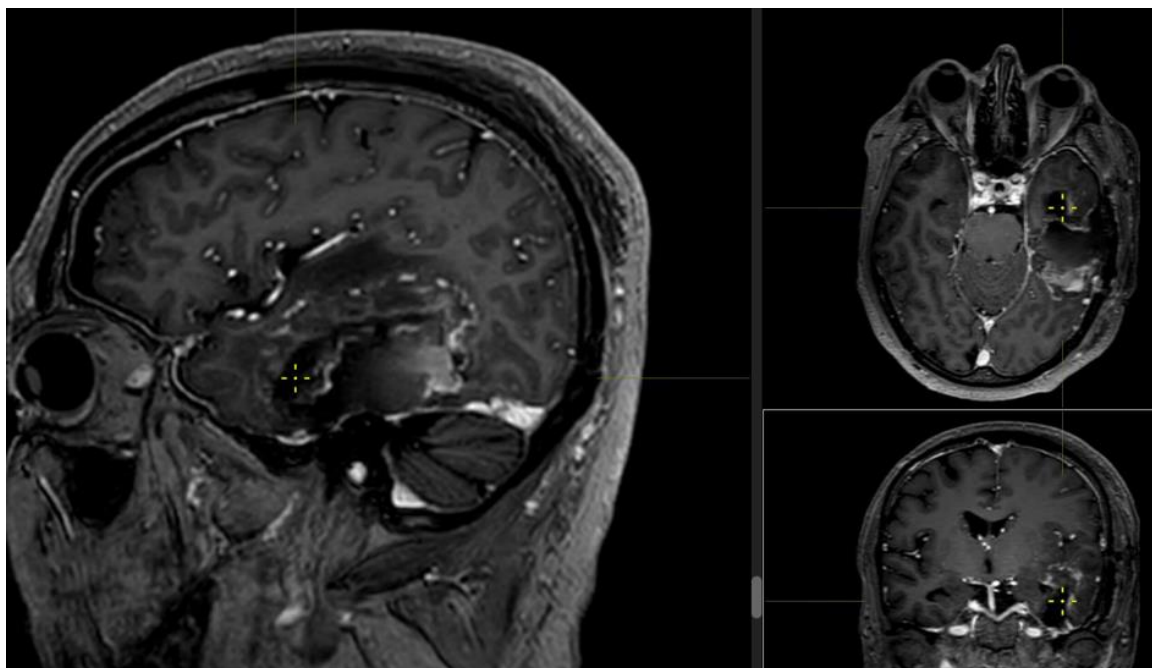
МРТ с контрастным усилением от 23.06.2019. Состояние после тотального удаления опухоли. Послеоперационная киста в височно-базальной области слева
